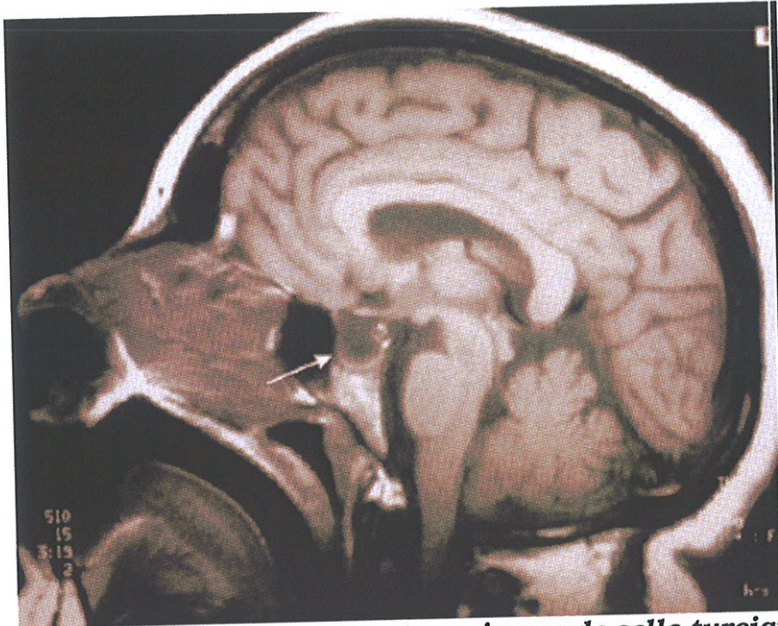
IRM cérébrale montrant une image de selle turcique vide (arachnoïdocèle Intrasellaire)*
